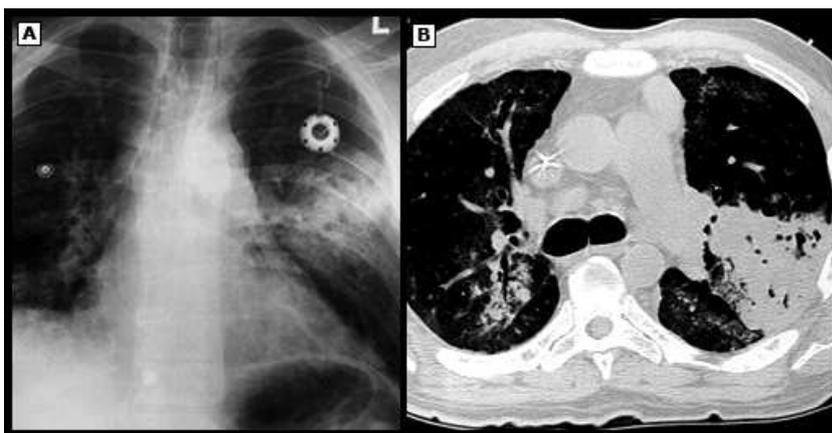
Radiografia de tórax com consolidação (painel A), que foi mais aparente por tomografia computadorizada de tórax (painel B). Cultura revelou Nocardia asteroides. Cortesia de Jay Fishman, MD.
